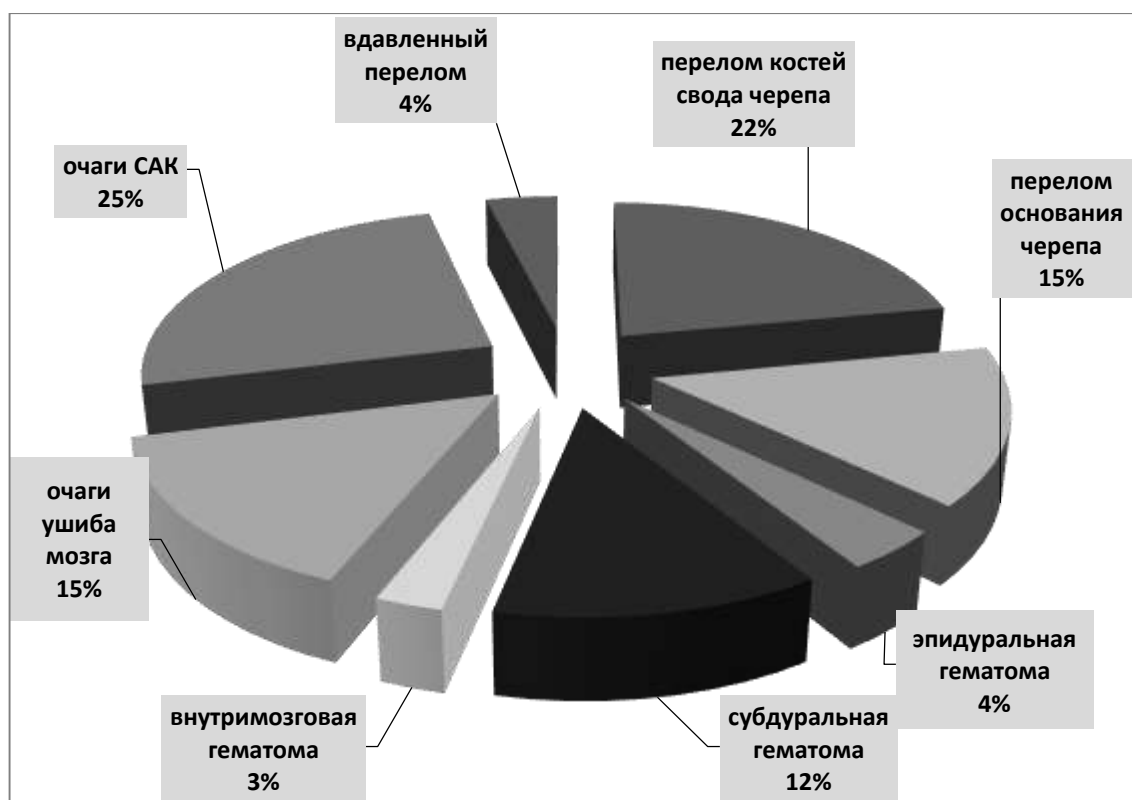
Распространенность выявляемой на КТ патологии при травмах головного мозга у пациентов женского пола от 18 лет и старше ( $p < 0,01$ )
